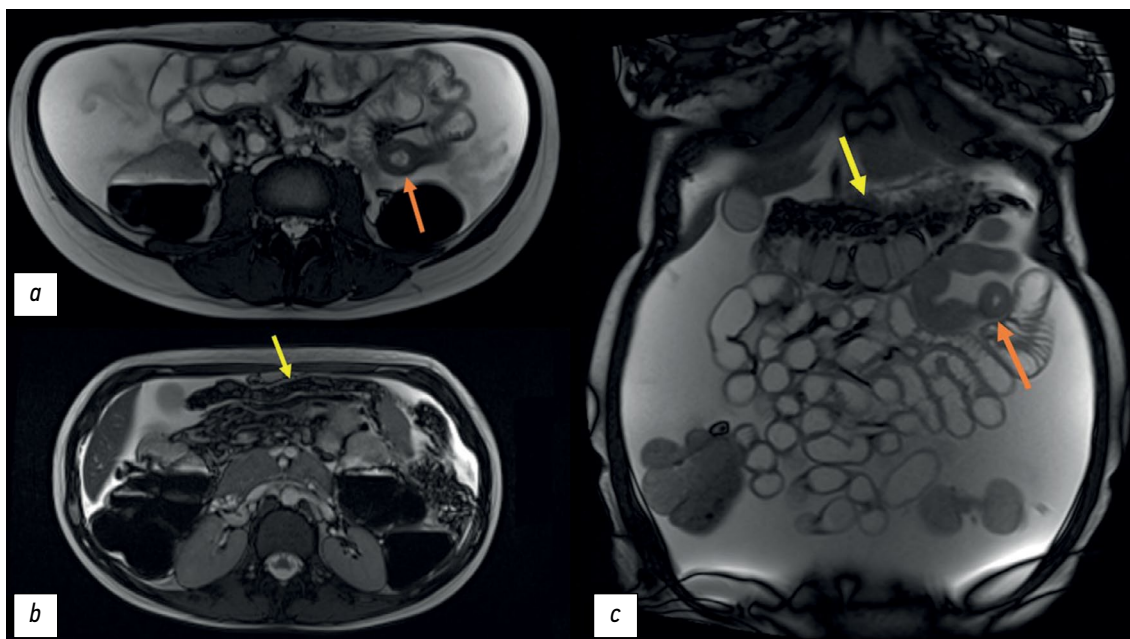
Магнитно-резонансная томография, T2-взвешенные изображения: *a*, *b* — аксиальная плоскость; *c* — корональная плоскость; оранжевая стрелка — утолщённая стенка тощей кишки; жёлтая стрелка — уплотнённый и утолщённый большой сальник.
